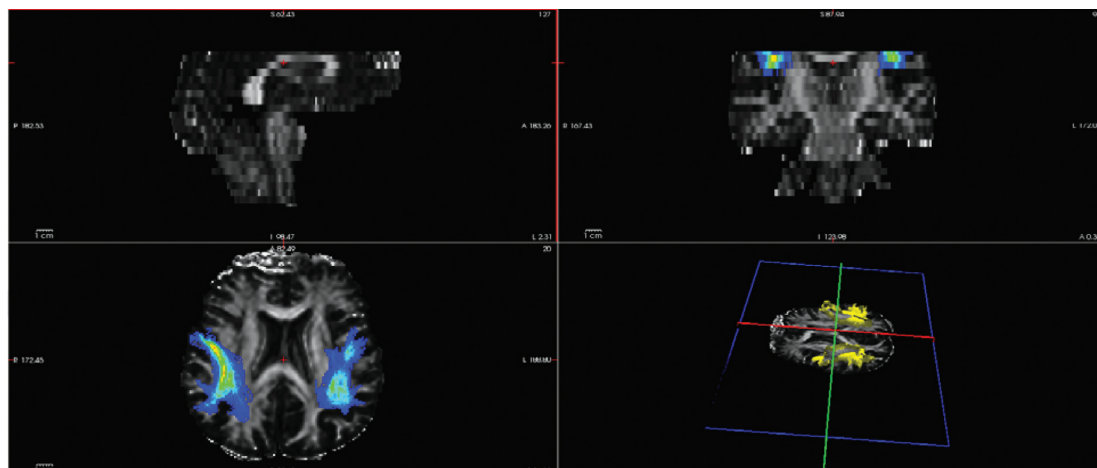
Ход верхнего продольного пучка в теменной доле (superior longitudinal fasciculus – parietal) по данным МРТ
